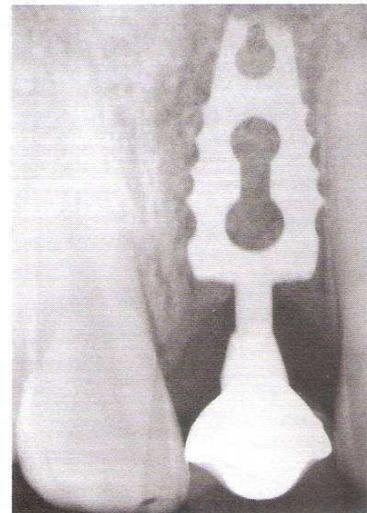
La radiografia del caso ultimato
